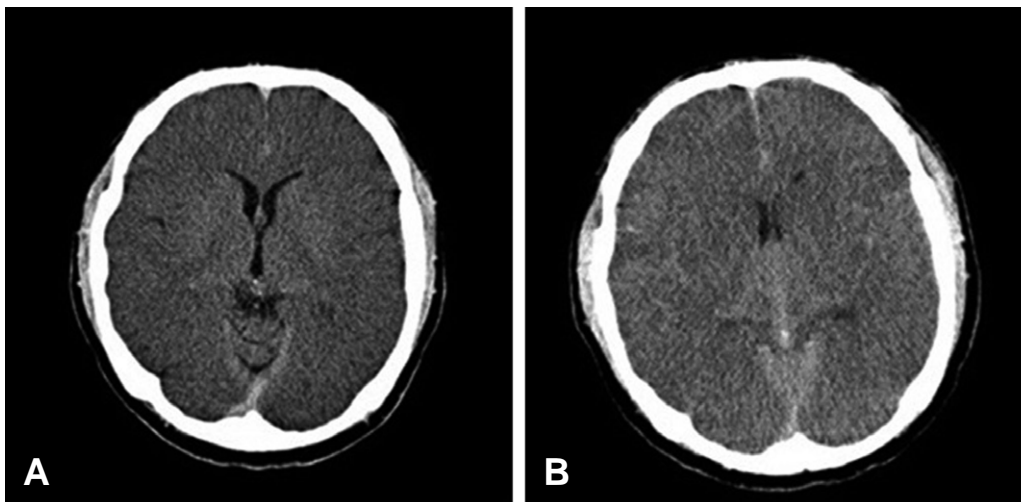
(A) Brain Computed tomography (CT) in emergency room: Diffuse marked brain swelling of both cerebral hemispheres. (B) Brain CT at Second hospital day: Worsening brain swelling of both cerebral hemispheres.
